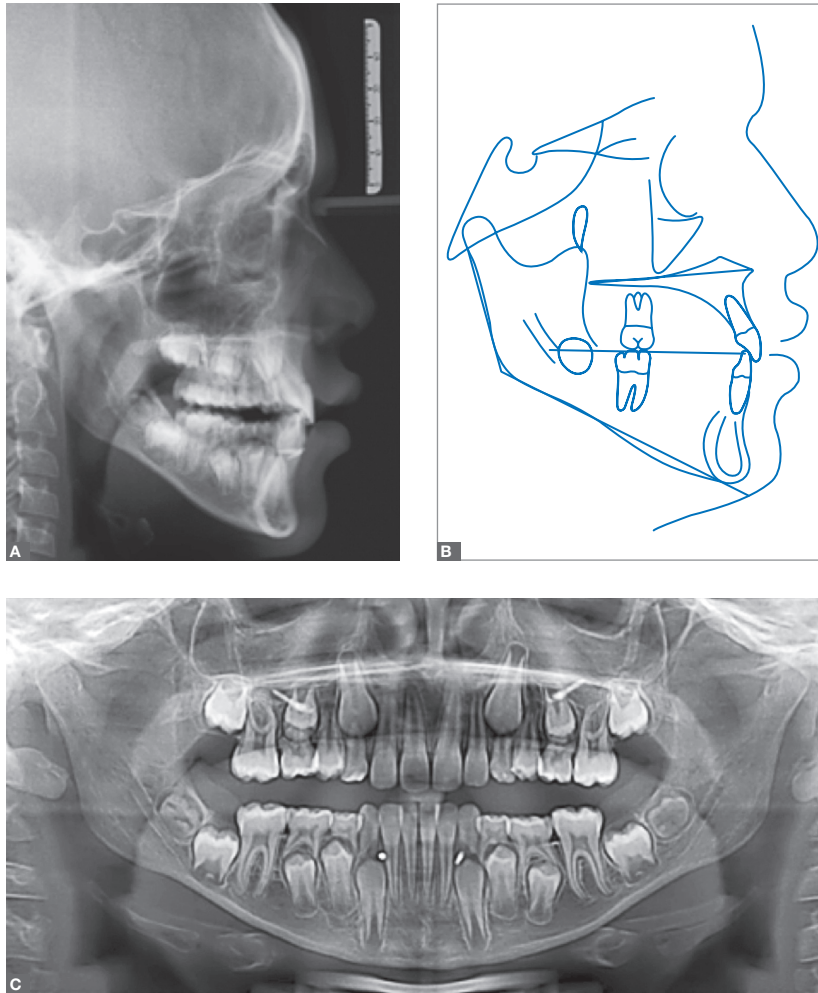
A) Radiografia cefalométrica de perfil pós-tratamento, B) traçado cefalométrico pós-tratamento e C) radiografia panorâmica pós-tratamento.
